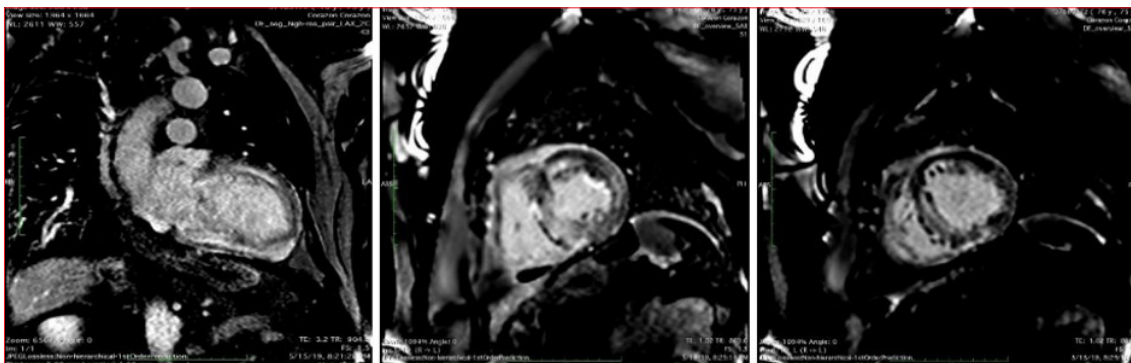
Cardiorresonancia que muestra el realce tardío con gadolinio intramiocárdico y transmural difuso, típico de amiloidosis cardíaca.
